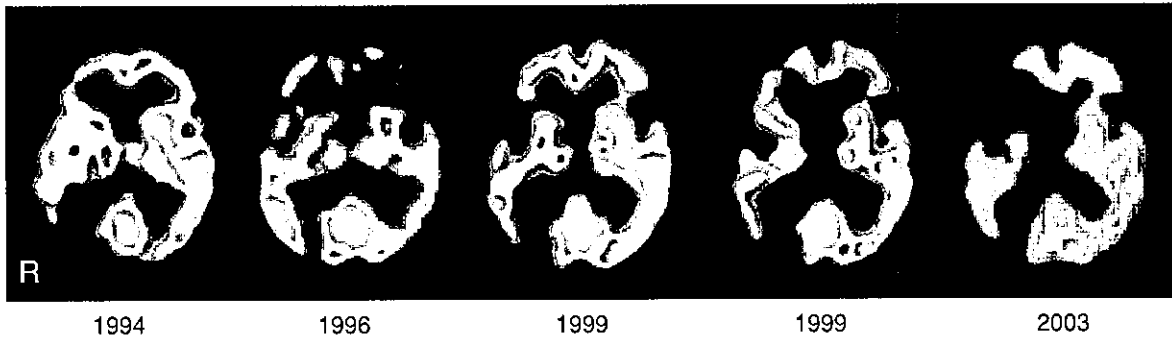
多発梗塞性痴呆の 69 歳、男性における SPECT 画像の推移
